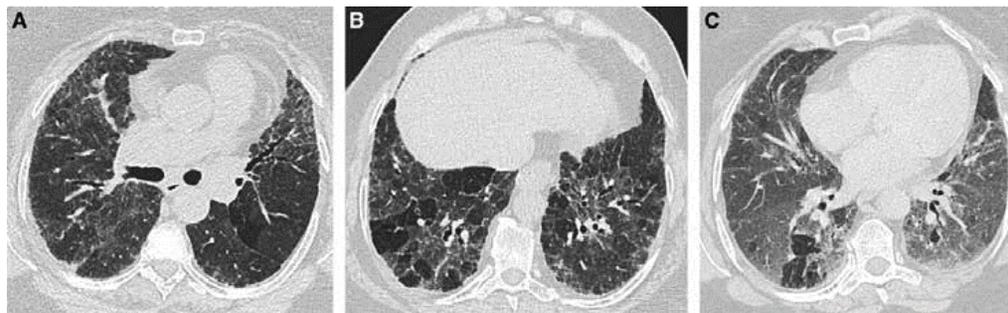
Pattern di tomografia computerizzata (TC) che indica una diagnosi alternativa per la fibrosi polmonare. (A e B) Sezioni di TC trasversali ottenute con profonda inspirazione mostrando l'infiltrazione polmonare diffusa, che risparmia alcuni lobuli polmonari secondari nelle basi polmonari. (C) Sezione trasversale della TC ottenuta in espirazione confermando l'intrappolamento aereo lobulare, tutti i reperti sono altamente suggestivi di polmonite da ipersensibilità cronica.
